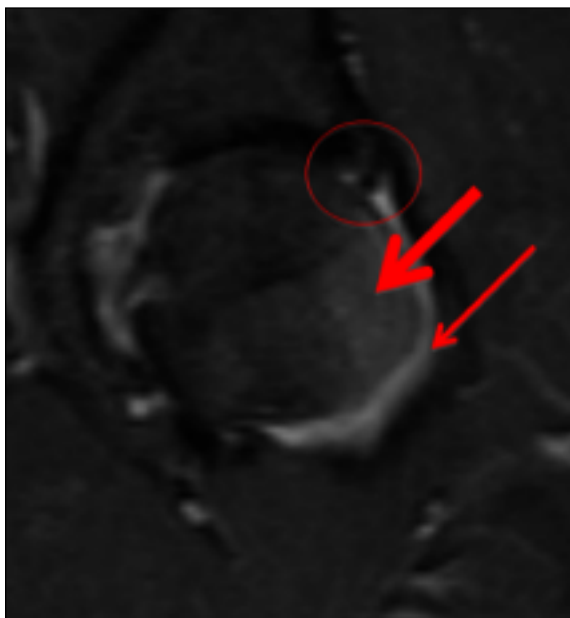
Imagem de RM: visão coronal, ponderada em STIR, que evidencia igualmente a alteração de sinal do labum antero-superior (provocada pelo conflito femoro-acetabular), bem como o edema medular ósseo e o derrame articular (condicionados predominantemente pelo osteoma osteóide).
